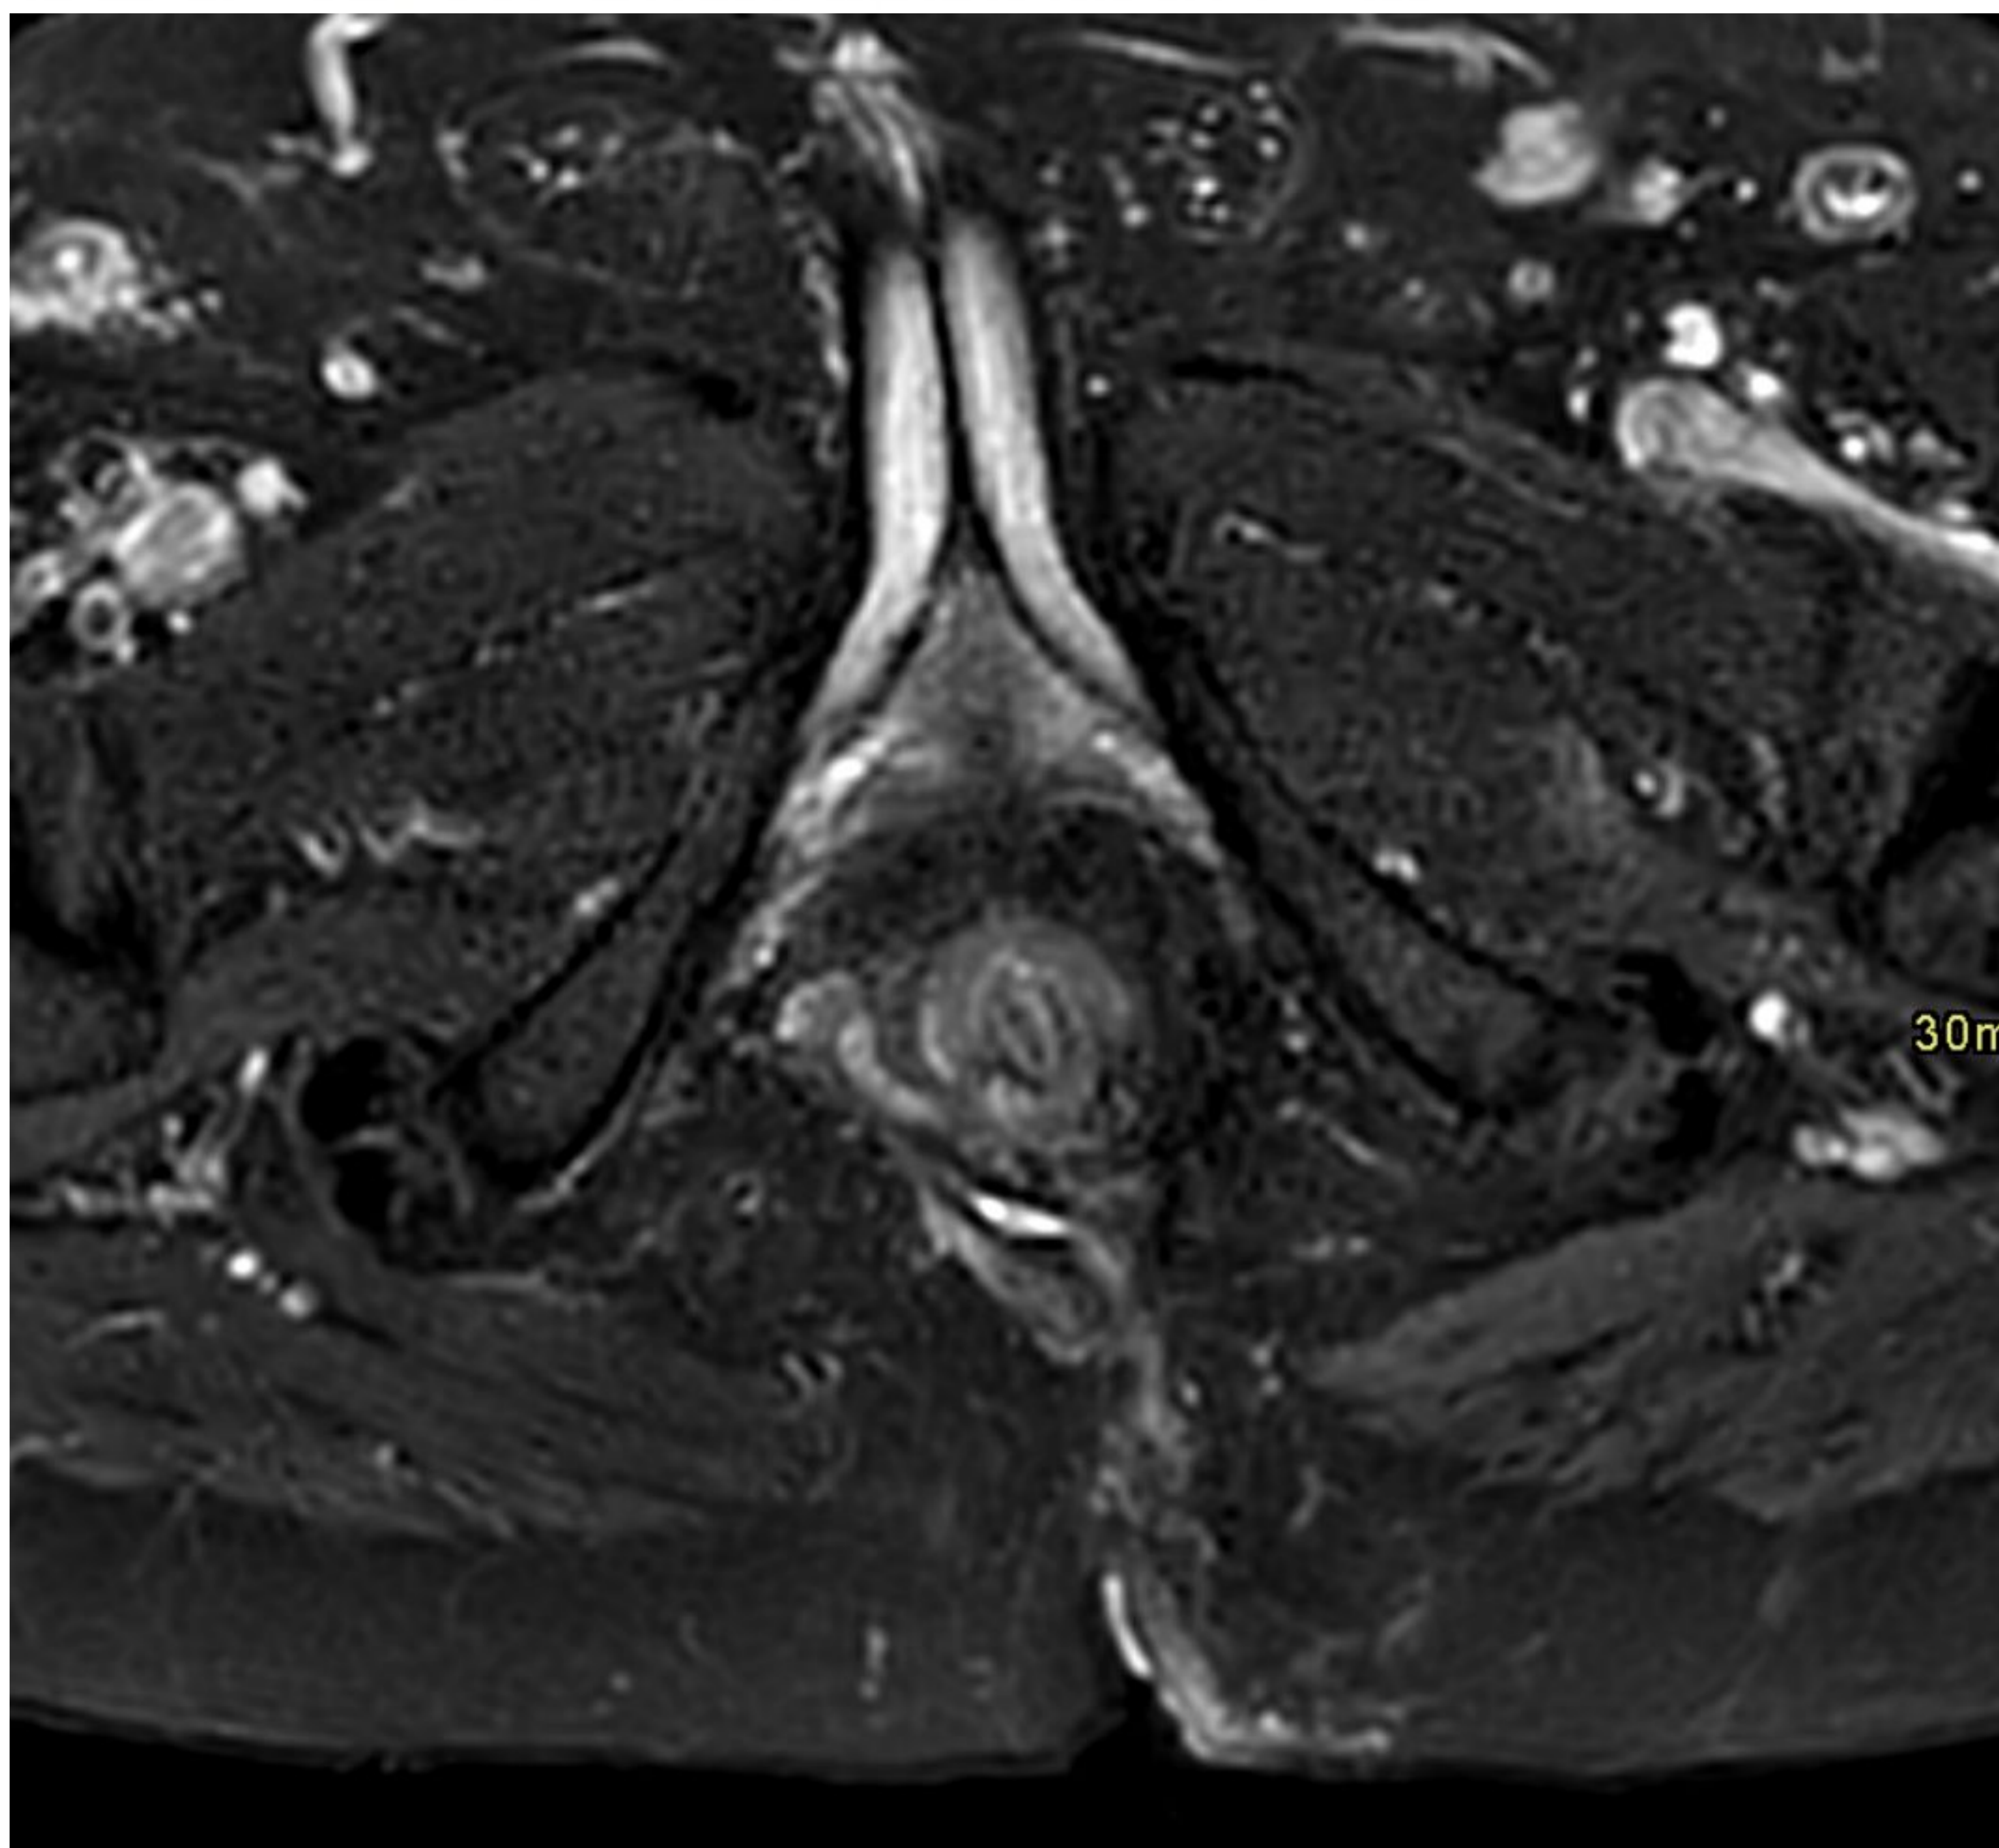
RM de pelvis en secuencia T2 con saturación grasa que muestra una fístula perineal transesfinteriana con origen en las 7 horas en paciente diagnosticado con gangrena de Fournier.
